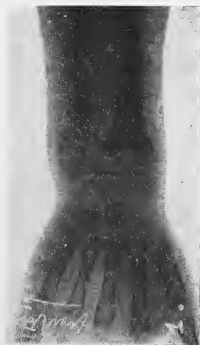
Radiographie du poignet droit avant tout traitement.
